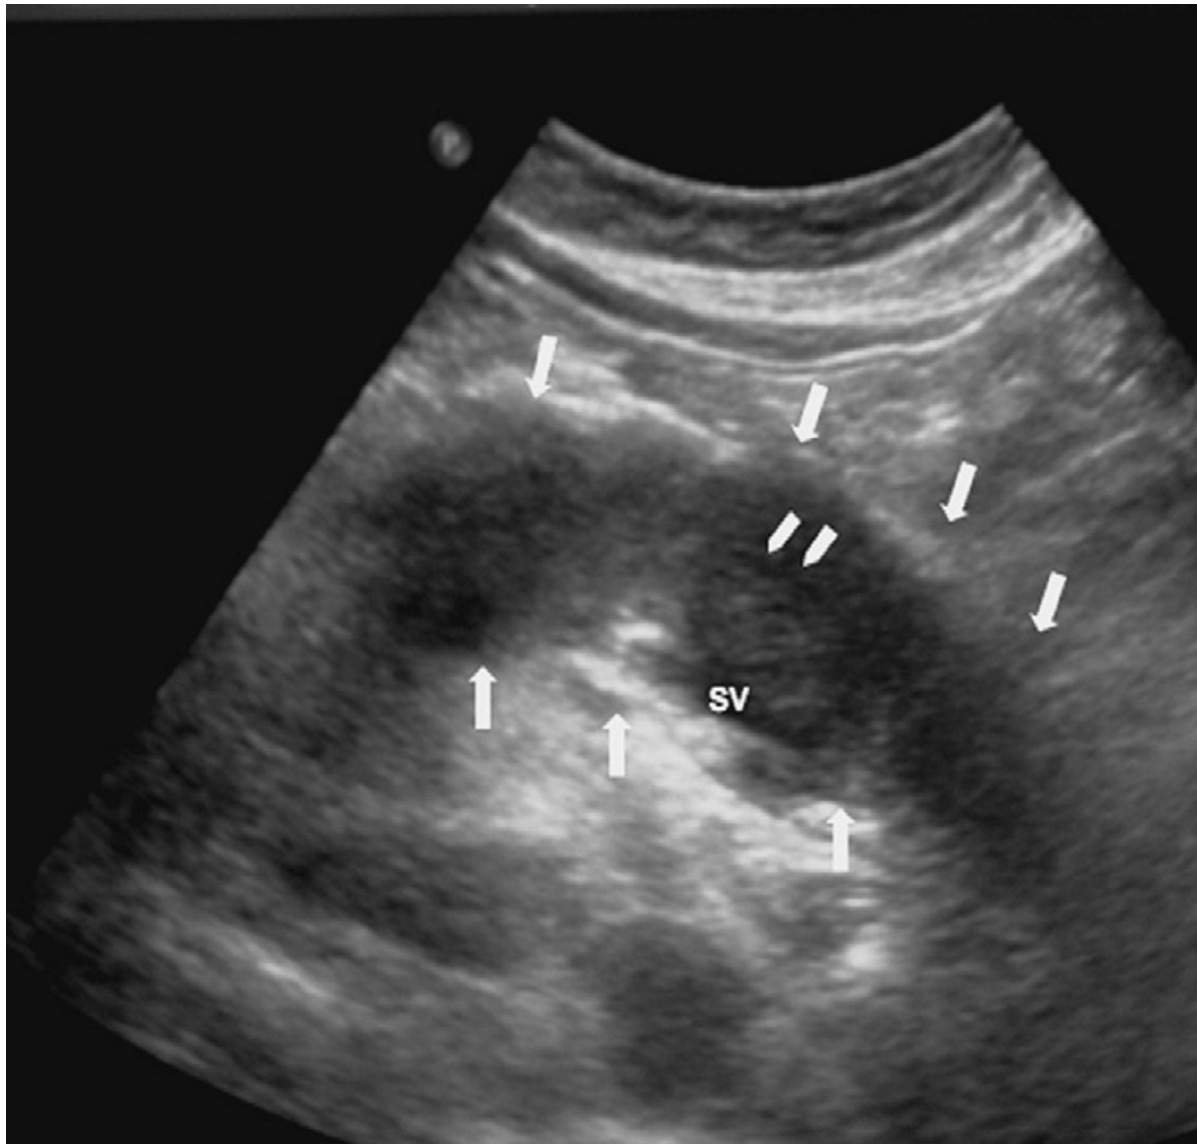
Image échographique la forme diffuse de la PAI objectivant un pancréas hypertrophie et hypoéchogène (flèches), avec un canal pancréatique principal de taille normale (pointes de flèches) [183]
